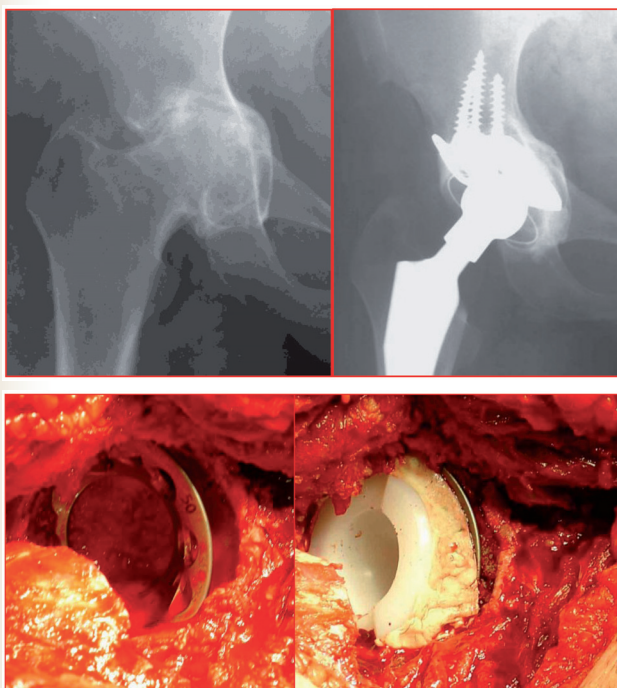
До и послеоперационная рентгенограммы (вверху) и интраоперационный вид (внизу) при тотальном замещении тазобедренного сустава с установкой укрепляющей опоры
